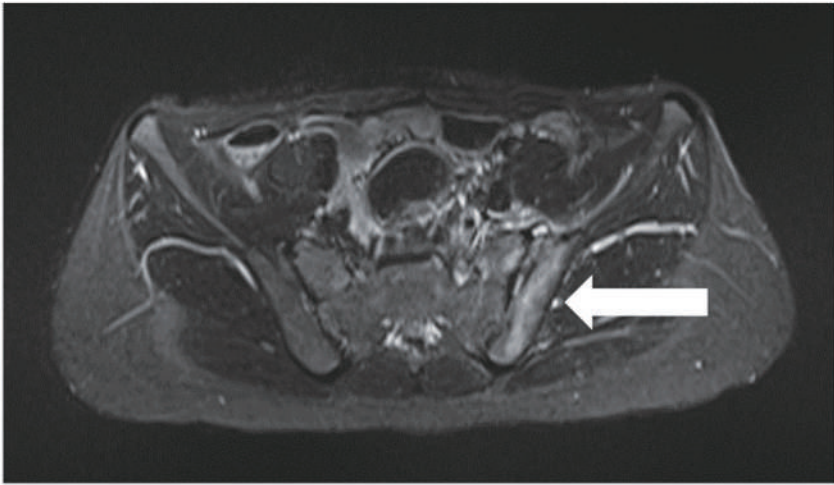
MRI非周波数選択的脂肪抑制法(STIR法)
